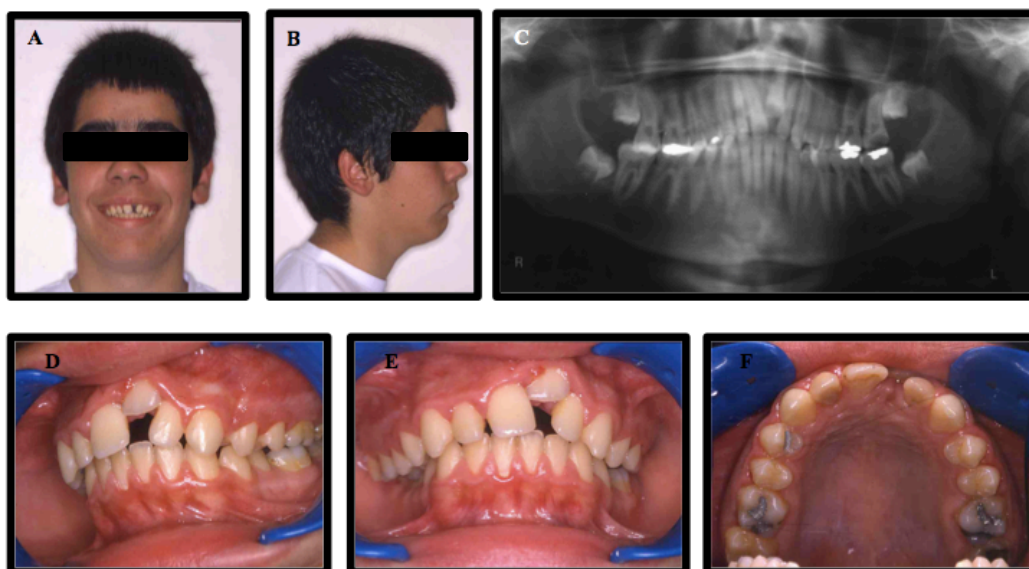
Fotografias extra-orais (A,B) e intra-orais (D,E,F) e Ortopantomografia (C) pré-tratamento (caso clínico e imagens cedidas pelo Professor Doutor Jorge Dias Lopes).
